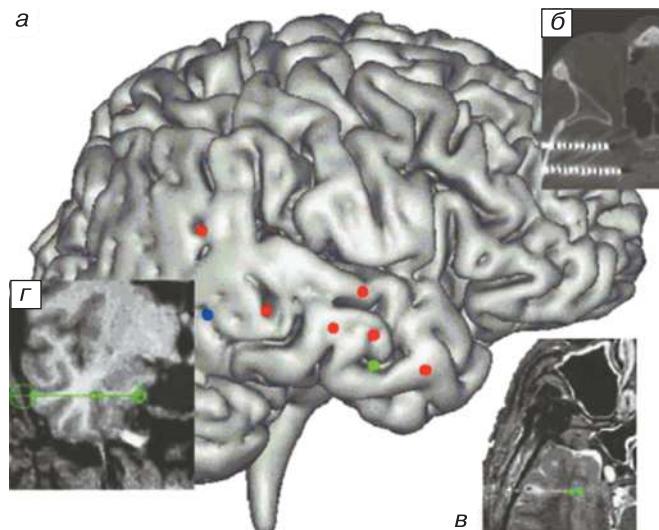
А.8. Стимуляция периринальной коры приводит к воспоминаниям об объектах. (а) Реконструкция изображения мозга пациента с локализацией точек имплантации каждого электрода. Зеленая линия показывает точку имплантации электрода, проходящего через периринальную область. Красные и синие точки указывают на другие области имплантации электродов в мозге. (б) Изображение КТ показывает места контактов электродов (белые пунктирные линии). (в) Аксиальный срез мозга на МРТ-изображении, демонстрирующий тонкие следы, оставленные проходящим электродом (белая линия). (г) Коронарный срез мозга на МРТ-изображении с указанием точки стимуляции (зеленые точки) в глубине затылочно-височной борозды в правой височной доле, в области, соответствующей периринальной коре (см. текст). (*Источник:* Barbeau *et al.*, 2005.)
